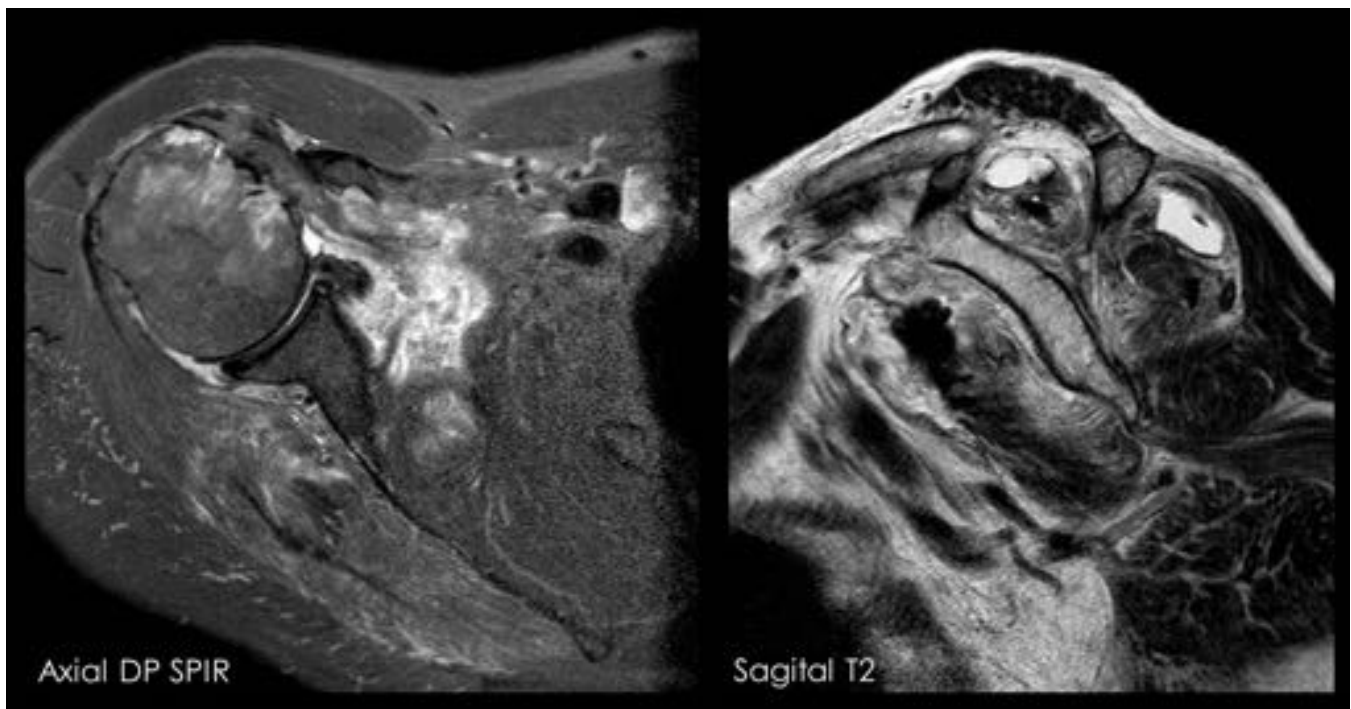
CASO 12 - RM de hombro derecho. Engrosamiento de la membrana sinovial de la articulación glenohumeral con infiltración de los músculos supra e infraespinoso (izquierda). Importantes erosiones en la cabeza humeral y edema óseo (izquierda). Derrame articular con distensión de las bursas (derecha). Infiltración grasa de los músculos supraespinoso, infraespinoso y subescapular (derecha).
